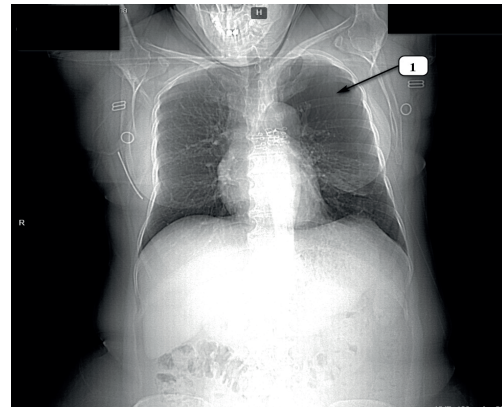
Компьютерная томограмма органов грудной клетки пациентки У., 54 года. На томограмме органов грудной клетки (А) и аксиальных срезах (Б, В) определяется повышение воздушности и гиповаскуляризация участков легочной ткани (1)
